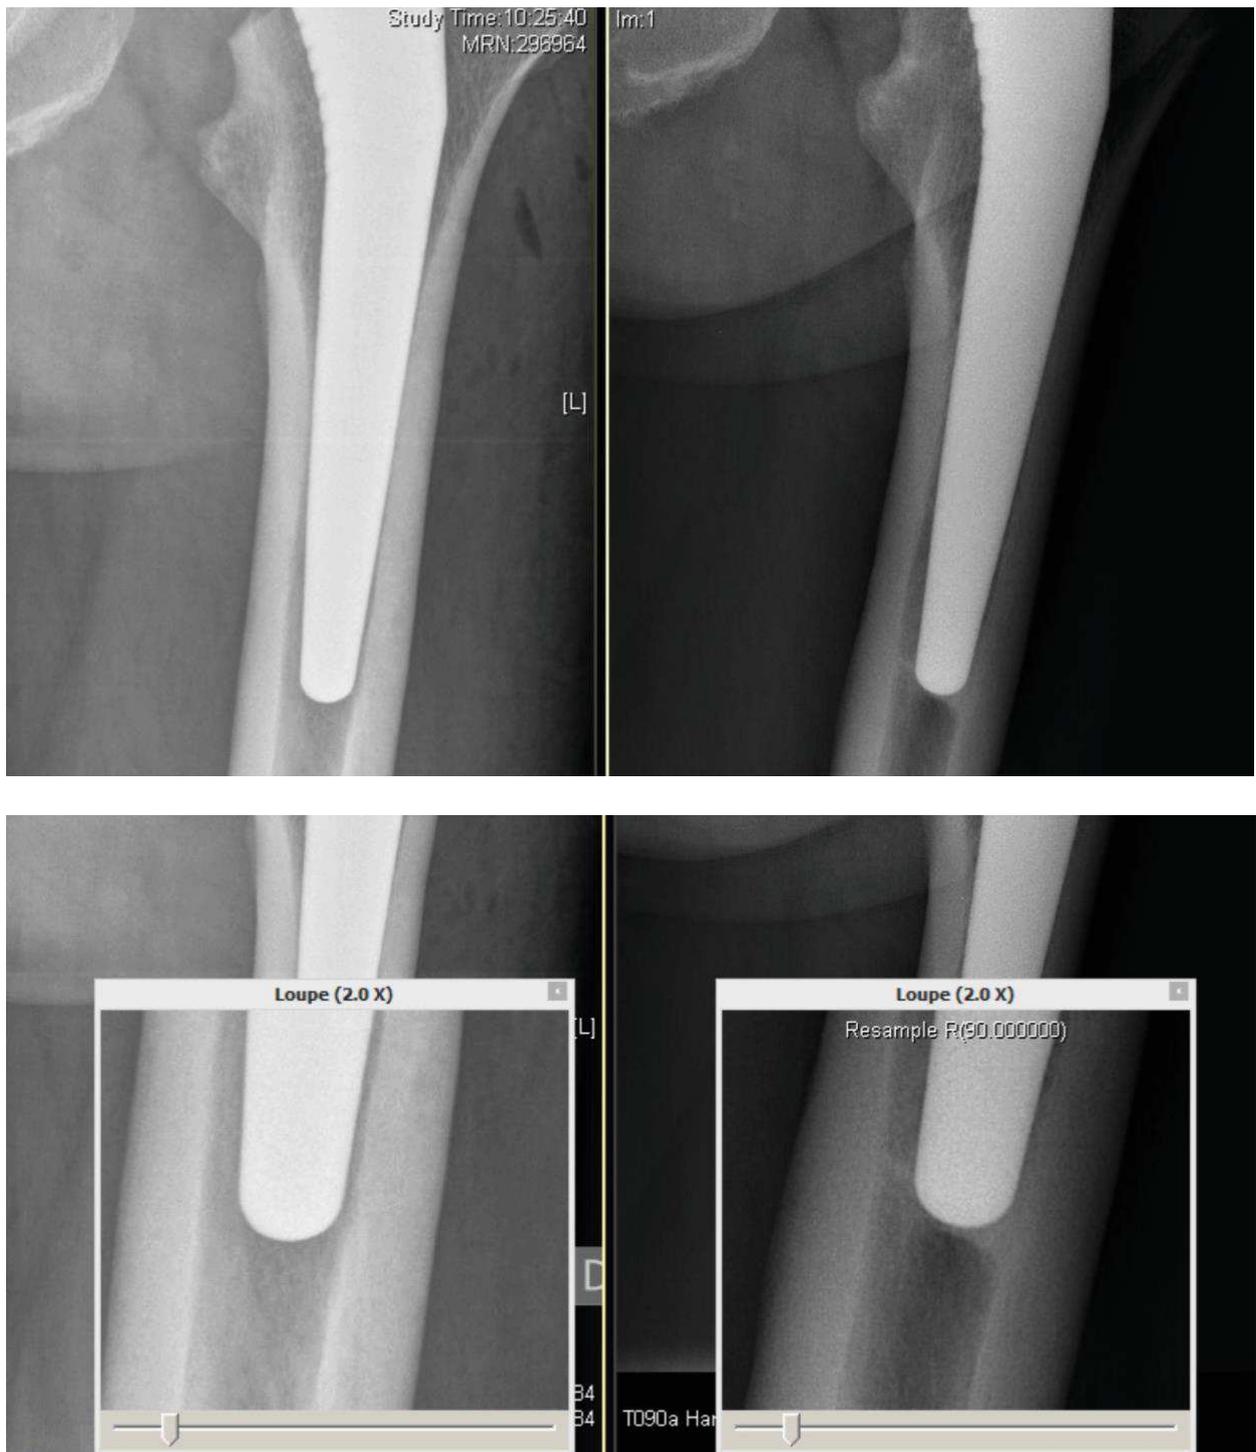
Radiographies à 46 mois d'intervalle mettant en évidence l'apparition d'un pont osseux en queue de tige.
